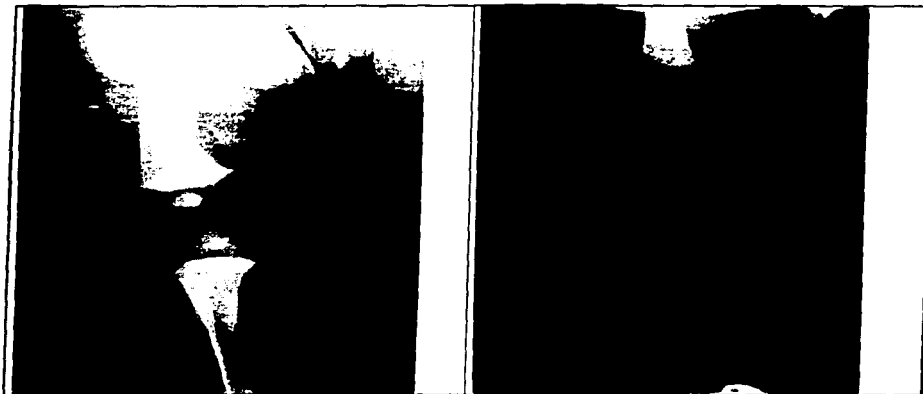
a) radiografía de un paciente con hipotiroidismo congénito extrauterino (HCE) se observan los núcleos proximal de la tibia y distal del femur al nacimiento (> 32 semanas) b) radiografía de rodilla de un paciente con hipotiroidismo congénito intrauterino en la que no se observa núcleo de osificación alguno (HI)
